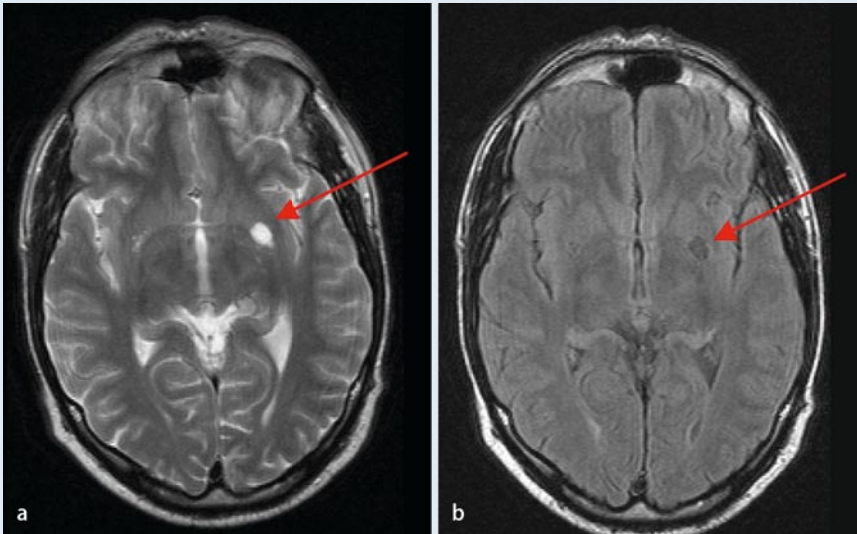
◀ Im T2w-Bild (a) ist eine hyperintense rundliche liquorisointense Formation im Linsenkern basal linksseitig nachweisbar (Pfeil). In der FLAIR-Sequenz (b) zeigt die Formation, passend zu einem erweiterten perivaskulären Raum (Virchow-Robin-Raum) keine Gliose des angrenzenden Hirnparenchyms
